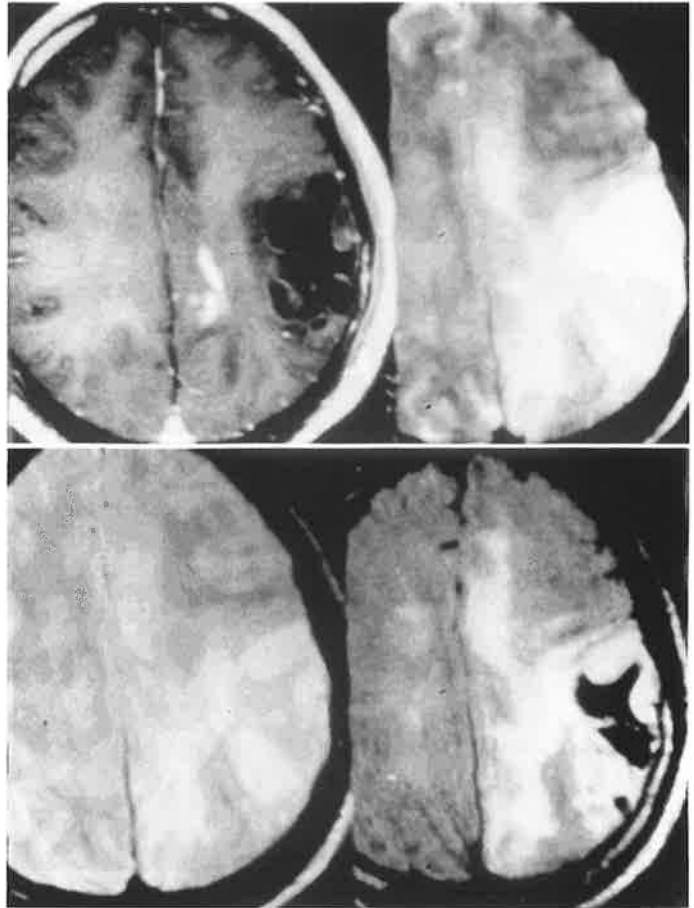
Case 3. upper left: T1 weighted image with Gd, upper right: T2 weighted image, lower left: Proton weighted image, lower right: FLAIR image. FLAIR image demonstrates trapped subarachnoid space as a no-signal intensity area and perifocal edema and invasion area as high intensity lesions.
